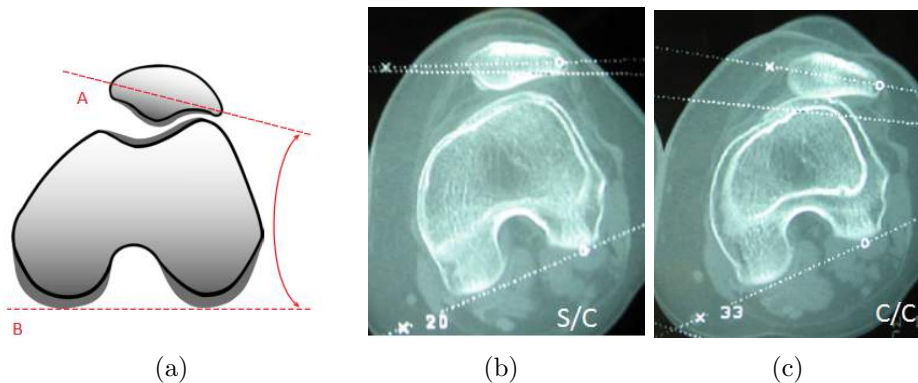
Medição da báscula ou *tilt*: (a) Representação esquemática para a realização da medição da báscula ou *tilt*, retirado de [11]; (b) Exemplo de medição do *tilt* sem contracção do membro, em imagem TC, adaptado de [16]; (c) Exemplo de medição do *tilt* com contracção do membro, em imagem TC, adaptado de [16].
